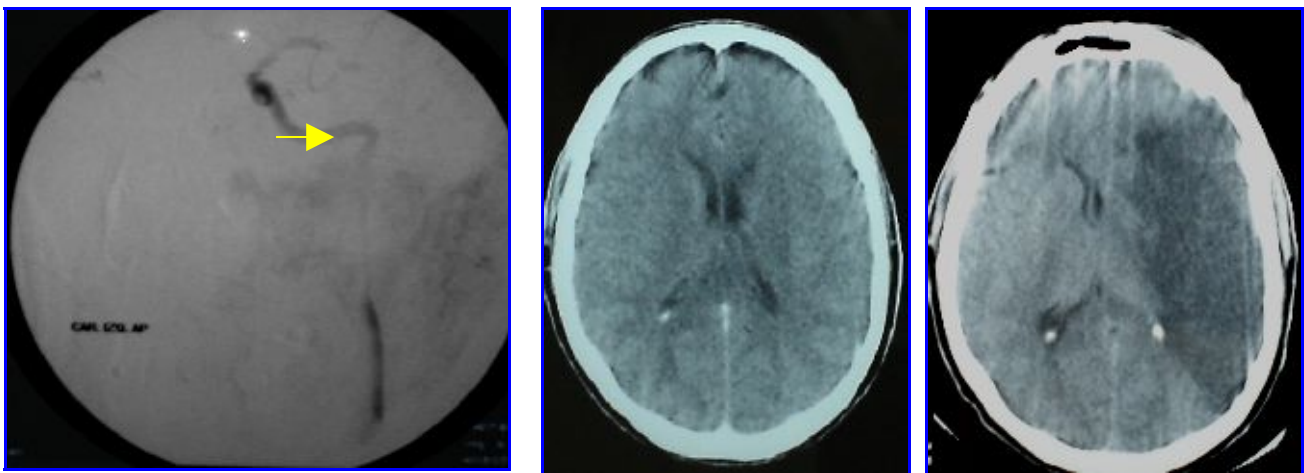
Paciente de 34 años de edad con dolor en la hemicara izquierda, Horner homolateral y hemiparesia derecha densa. Disección de la carótida izquierda. Área de isquemia incipiente en la TAC de cráneo en el momento del ingreso y área de isquemia evidente a las 72 horas.
